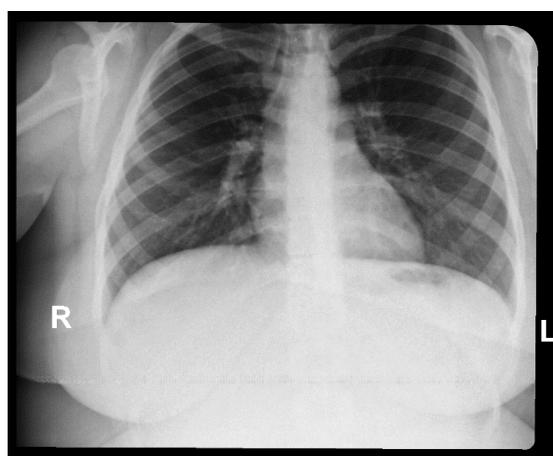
Рентгенограмма грудной клетки пациента гиперстенического типа (прямая проекция).
